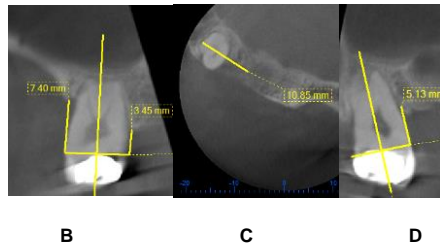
Tomografía inicialdiente M, 18A. Fotografía extraoral B. Corte Sagital . 6C.Corte basal (sentido MD) M 18. 6 D Corte coronal.
